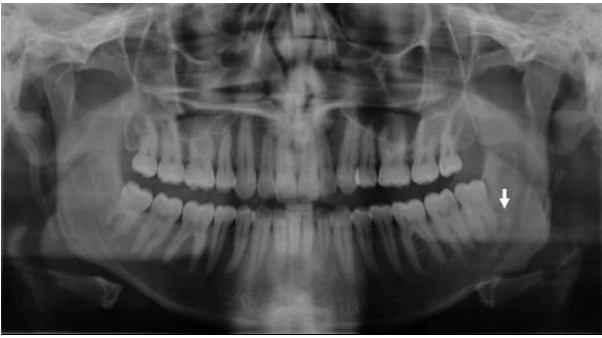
Imagem radiográfica panorâmica exibindo a presença de uma bifurcação do CM na região de corpo mandibular esquerdo, de menor calibre, iniciando-se entre as raízes das unidades 3.7 e 3.8 (Figura 4, seta branca), indo de encontro a uma lesão periapical associada à raiz mesial da unidade 3.6 (Figura 4, seta preta).
